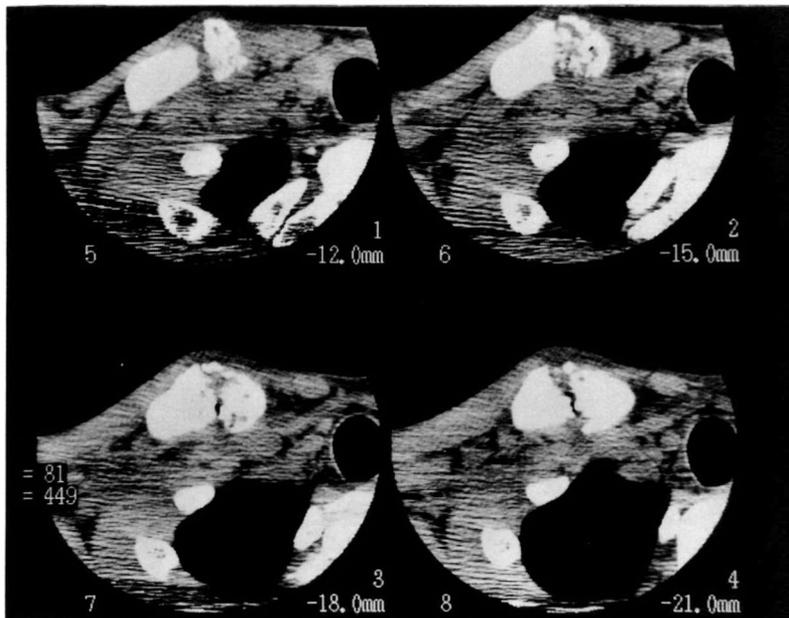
CT imaging is also suggestive of pseudoarthrosis.
